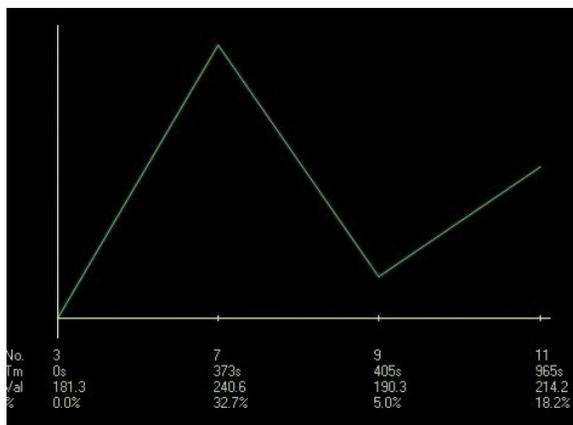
The line of contrast enhancement (computed tomography)
